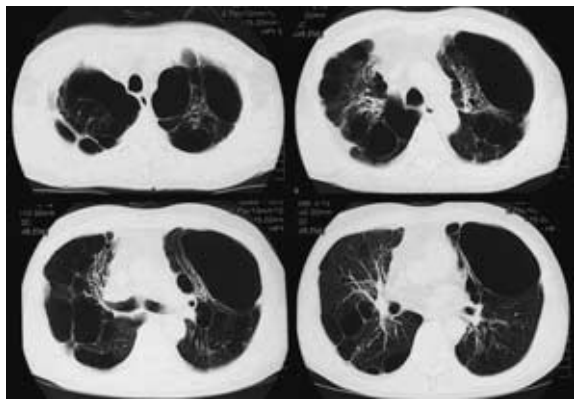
Chest computed tomographic scan of September 13, 2003. An emphysematous change was admitted by all the lung lesions, and it became difficult to confirm the bronchiectasis that the pulmonary histiologic destruction is central severely, too. Moreover, it makes one of the terminal images of ABPA and the fibrosis change which it is possible to divide isn't admitted.
